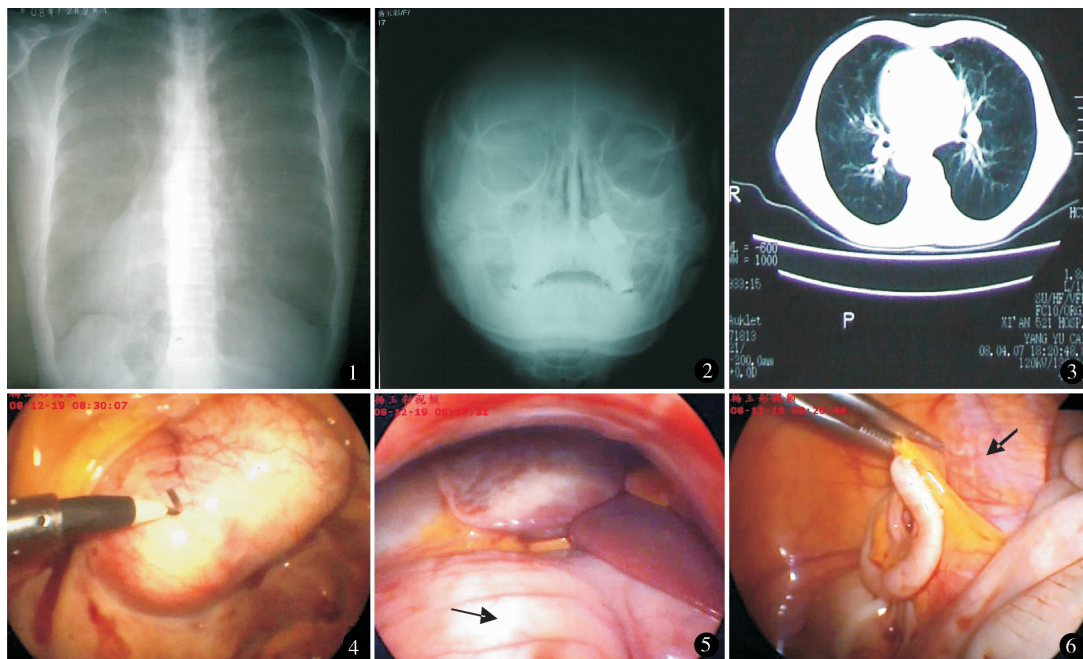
X 线诊断:两下肺炎性改变,肺气肿? 镜面右位心 图 2 颅骨正位片,上颌窦及额窦均可见片影 图 3 HRCT 示:镜面右位心,可见呈囊、柱状的支气管扩张并感染,右肺显著 图 4 子宫前壁近右侧宫角部有一约 7.0 cm x 5.0 cm 结节,外凸 图 5 肝脏位于左上腹,箭头所示为胃 图 6 阑尾位于左髂窝,箭头所示为左侧髂外血管
